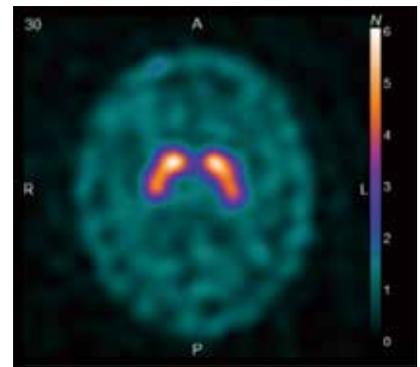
ドパミントランスポーターシンチグラフィ（DAT SPECT）
